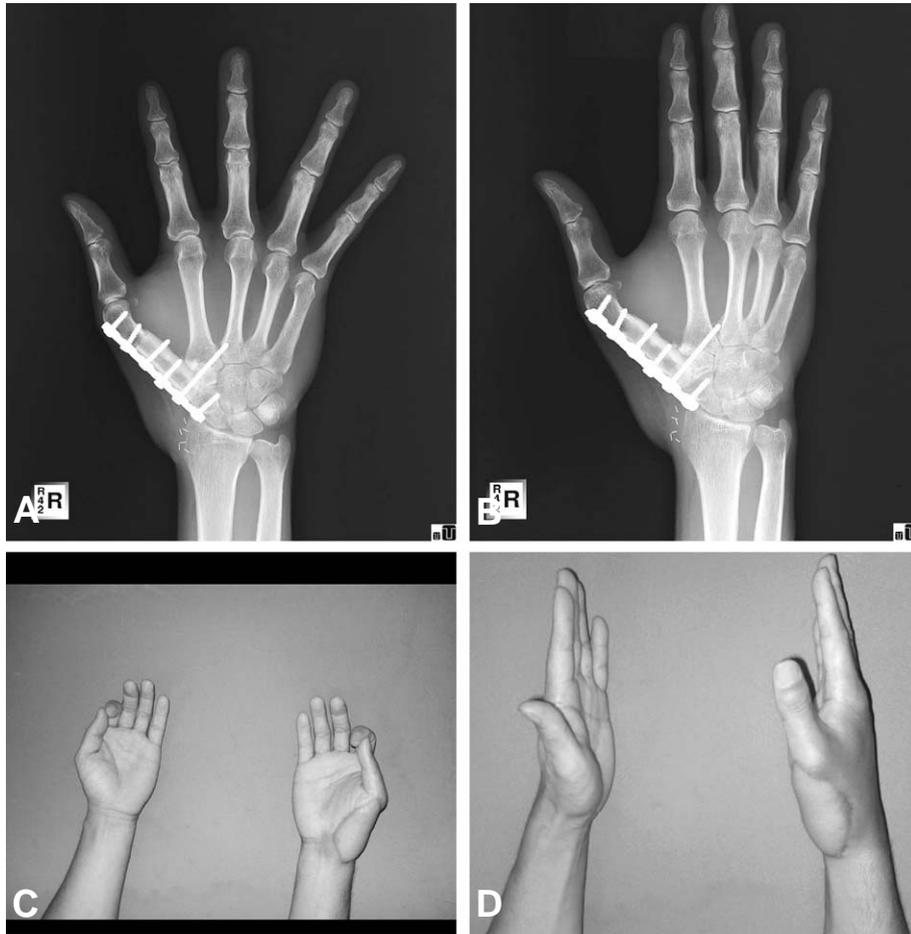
Postoperative 1 year anteroposterior (A) and oblique (B) radiography showed that grafted bone was completely united. Excellent functional outcome shows at postoperative 1 year.
